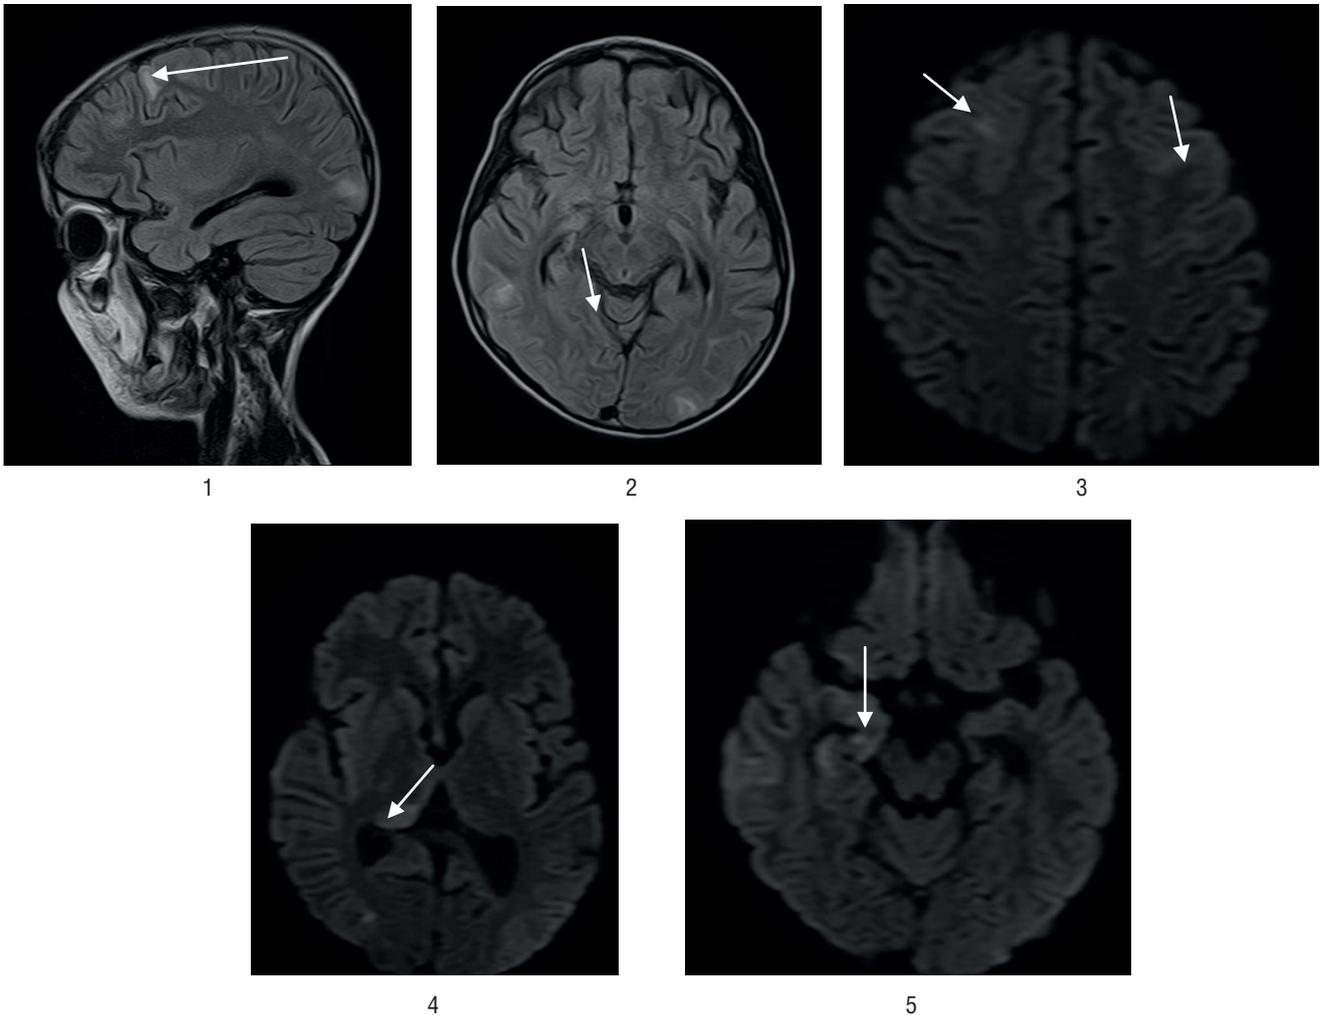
МРТ головного мозга. 14-е сутки полихимиотерапии.
